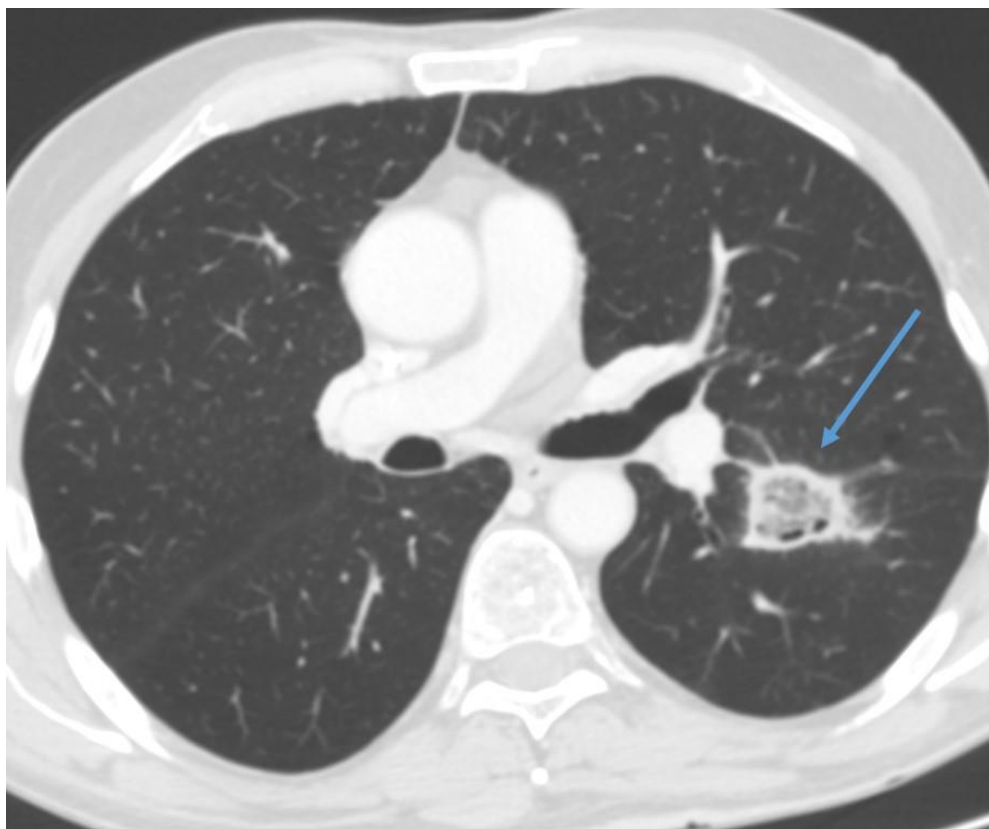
КТ груди, аксиальный срез. Больной микозом легких. В S6 левого легкого выявляется симптом «обратного гало» (стрелка)
